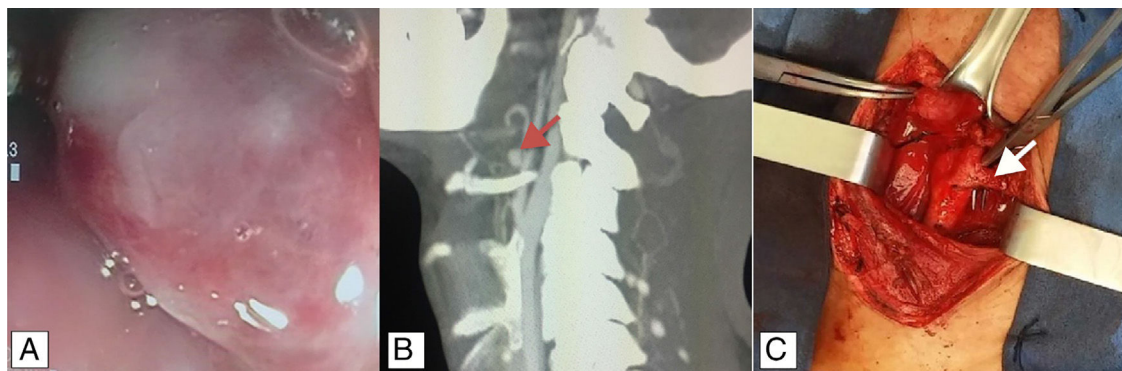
A) Endoscopia: lesión pulsátil en hipofaringe. B) Angiotomografía cervical: se observa probable variación anatómica de la arteria lingual (flecha roja). C) Imagen transoperatoria del tronco tirolingual (flecha blanca).
